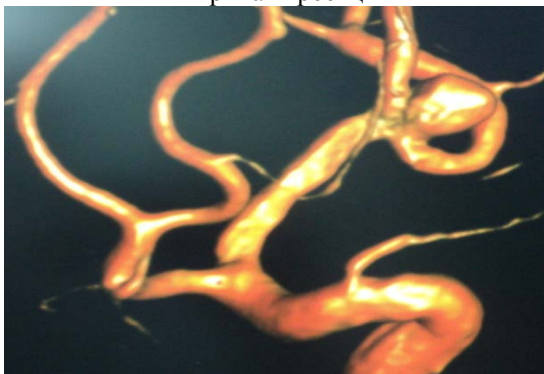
МРТ головного мозга больного Ч.
